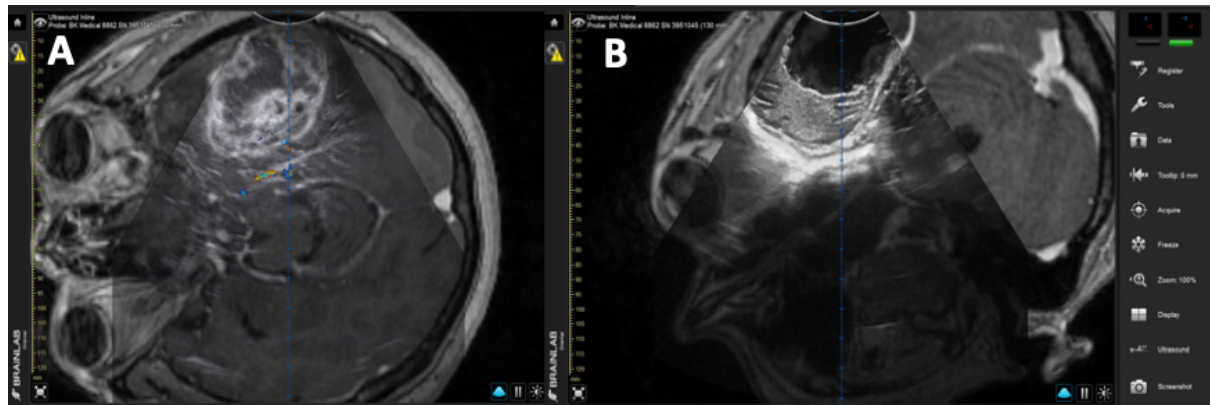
Intraoperativer live Ultraschall fusioniert mit präoperativem MRI. (A) vor der Resektion und (B) nach der Resektion des Hirneingentumors
